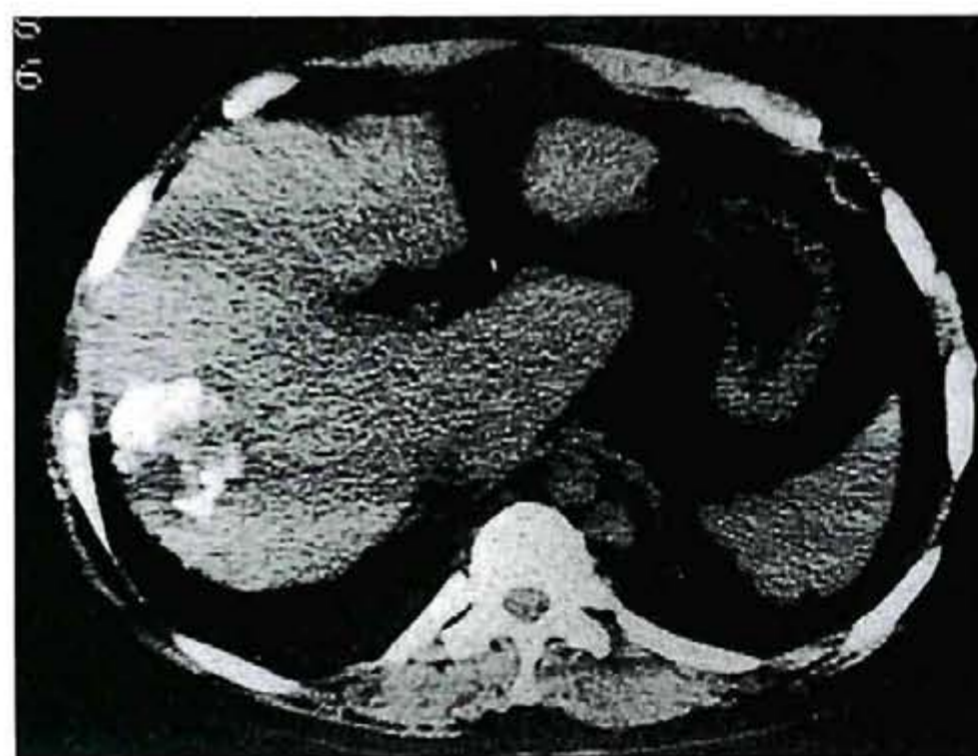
術前腹部CT (Embolization後7週)
